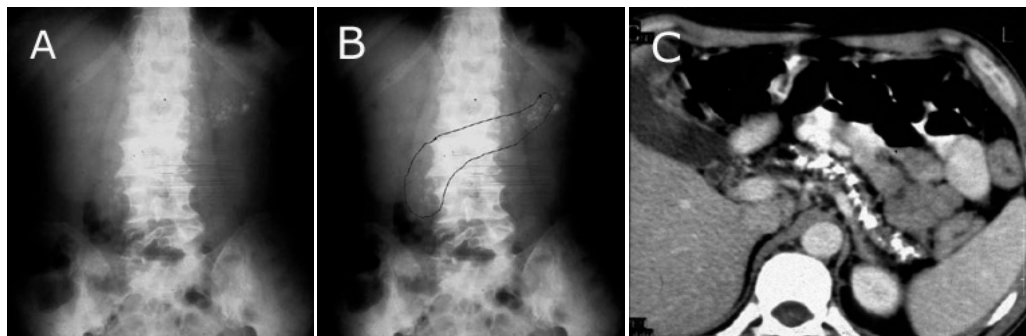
A y B- RX de abdomen simple: múltiples calcificaciones granulares que prácticamente dibujan el páncreas, desde la cabeza hasta la cola. C- TAC de abdomen: atrofia pancreática con gruesas calcificaciones en el conducto pancreático.
